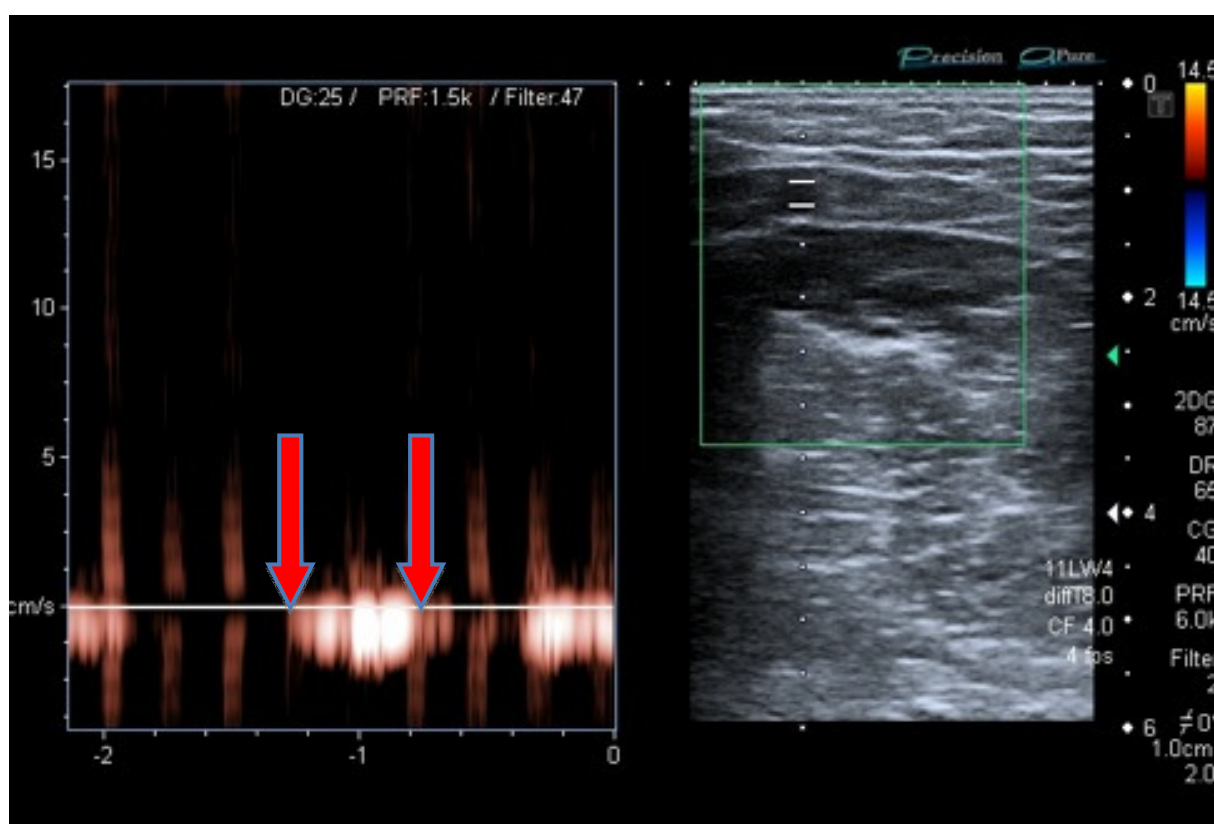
Curva doppler representativa de este sujeto seleccionada para transformar en binario con el programa de tratamiento de imágenes ImageJ. Las flechas rojas señalan la selección.
